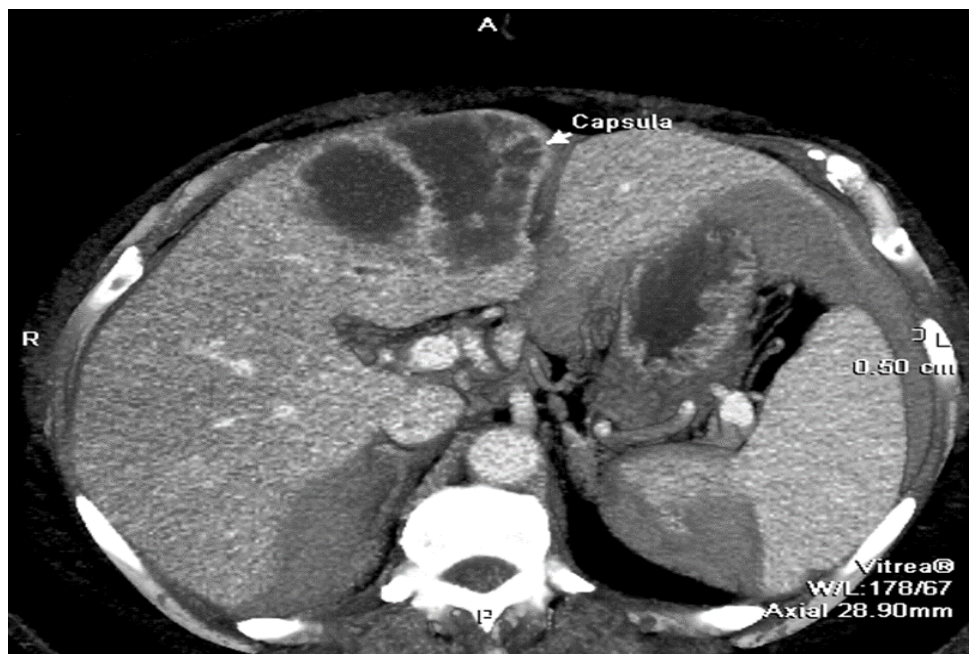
Фрагмент КТ. Абсцес печінки з наявною чіткою сформованою товстостінною капсулою
